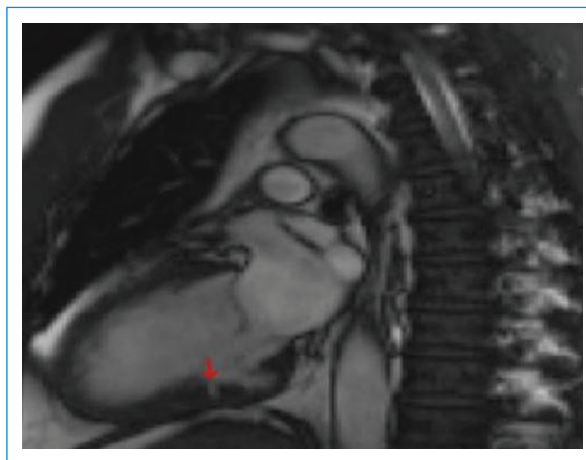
Imagen de resonancia magnética cardíaca en la que se observa, durante la diástole, una hendidura o cripta miocárdica en el segmento basal inferior (flecha), que no sobrepasa el borde epicárdico.
